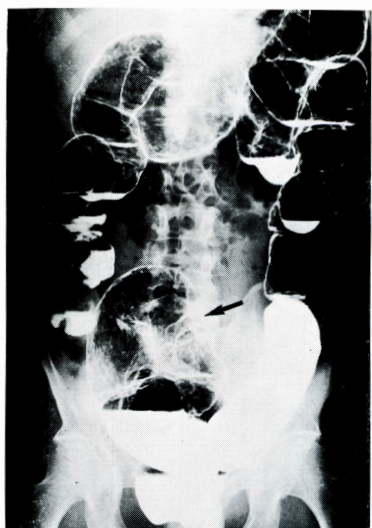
X-ray finding of colon (arrow: granuloma-like shadow with stenosis).
